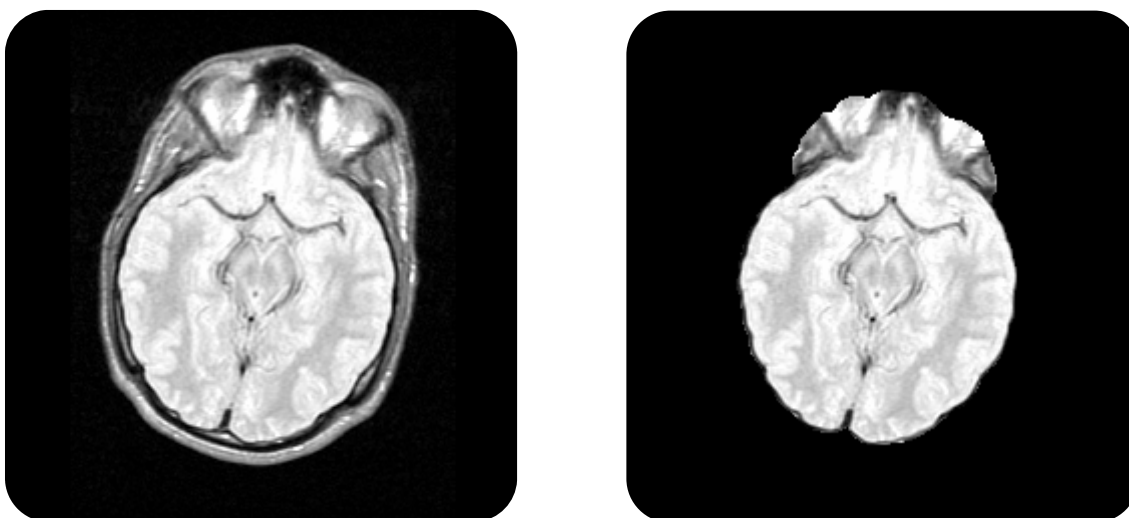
Resultados de BET en MRI. Se muestra un corte del MRI original (izquierda) y el resultado de aplicar BET (derecha)
